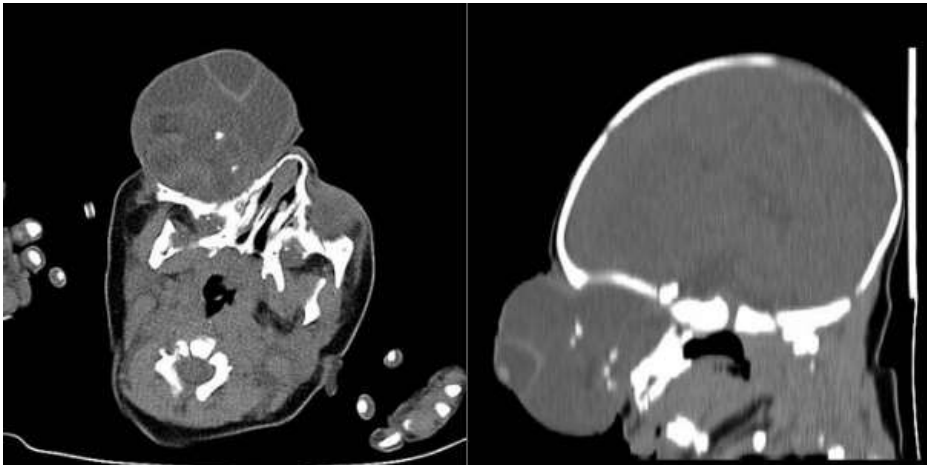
Imágenes de la tomografía computarizada (TAC) en plano transversal y sagital mostrando masa orbitaria con proptosis masiva de globo ocular derecho.
